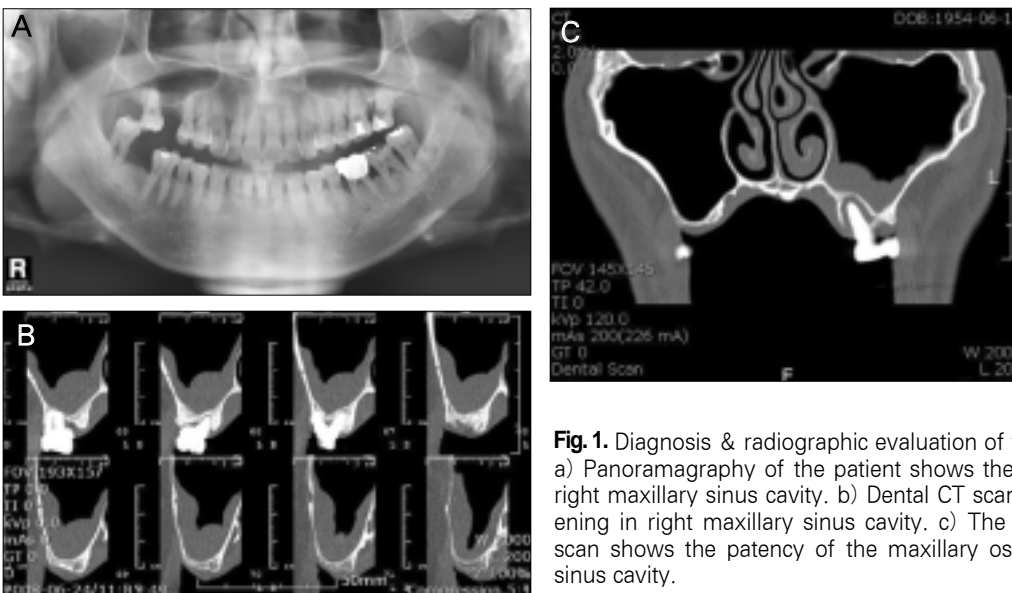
Diagnosis & radiographic evaluation of the maxillary sinus cavity. a) Panoramagraphy of the patient shows the mucosal thickening in the right maxillary sinus cavity. b) Dental CT scan shows the mucosal thickening in right maxillary sinus cavity. c) The coronal view of dental CT scan shows the patency of the maxillary ostium in the right maxillary sinus cavity.
